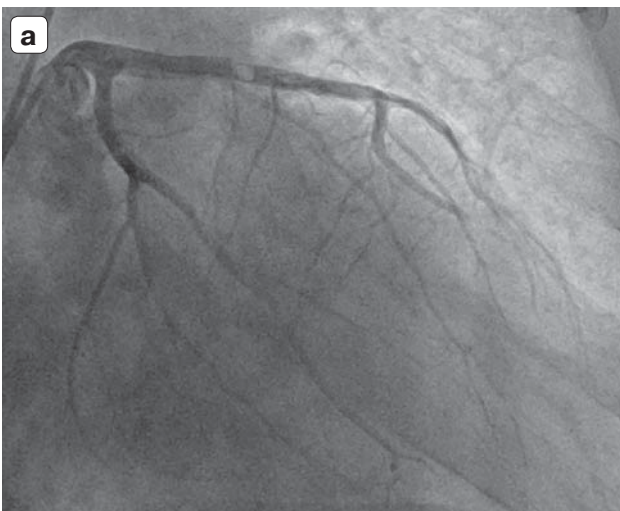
Patient S., 67 years with STEMI of LV anterior wall and complicated pneumonia (CT4).
